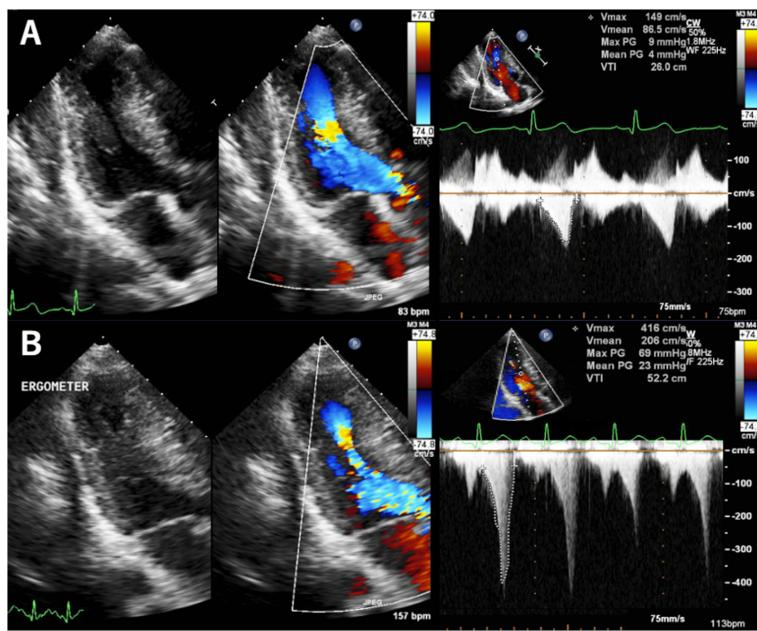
経胸壁心エコーにおける左室中部のカラードプラ画像および連続波ドプラ波形
